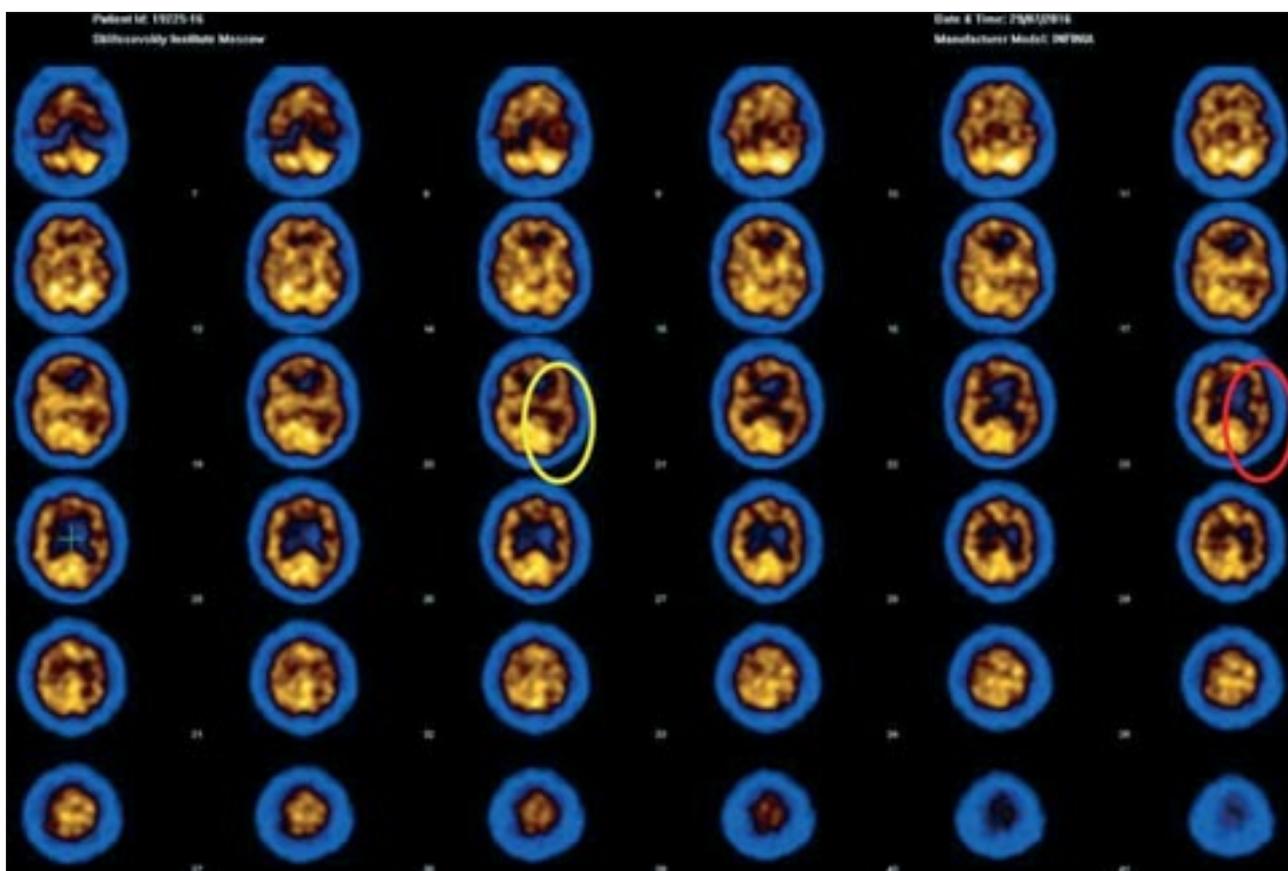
Данные предоперационного обследования больного Б., 50 лет: ОФЭКТ головного мозга. Отмечается гиперперфузия в левых височной (обозначено желтым овалом) и теменной (обведено красным овалом) долях
